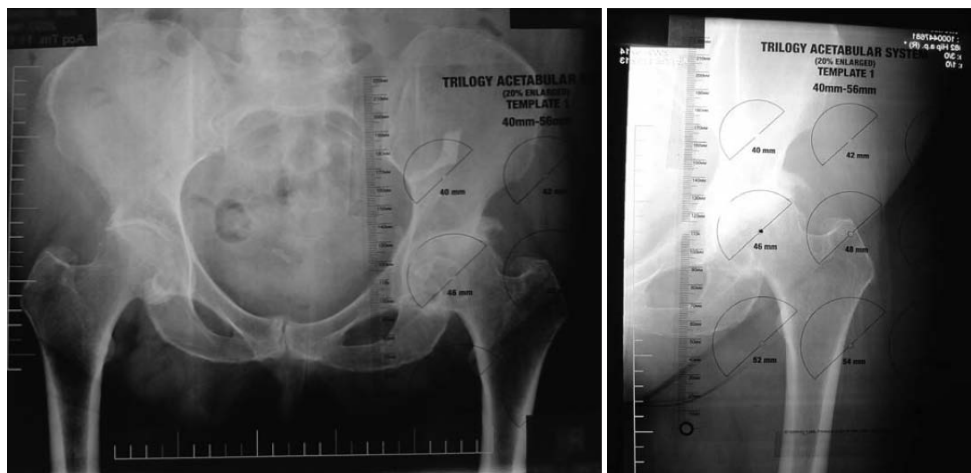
et 34) : Modèles classiques de planification: radiographie du bassin et de la hanche de face. [67]
